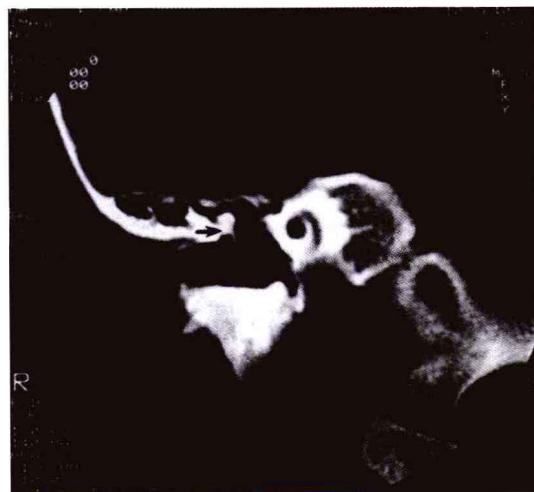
因锤骨头与上鼓室外侧壁的骨性融合(箭头)导致的先天性传导性聋患者的冠状位 CT
